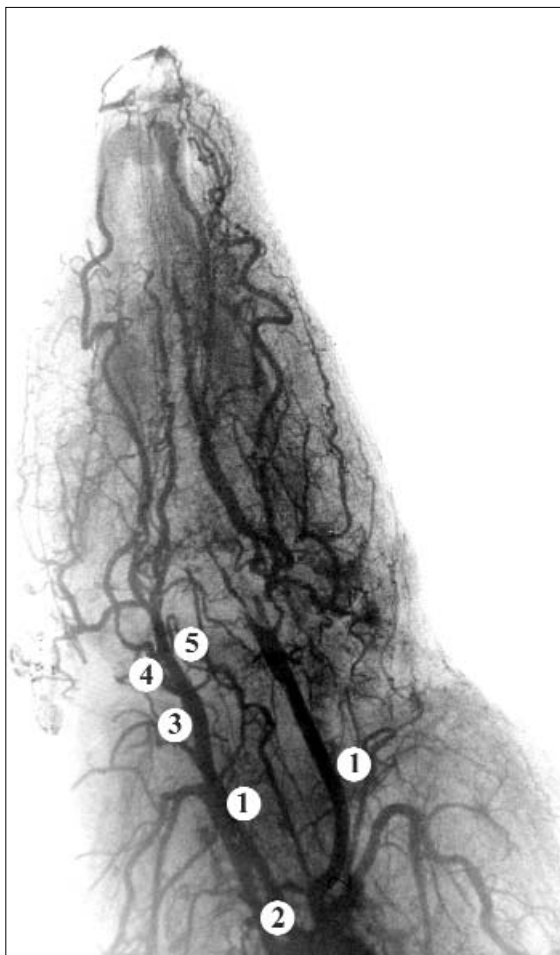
Контрастна рентгенограма голови і шиї щура, аксіальна проекція
